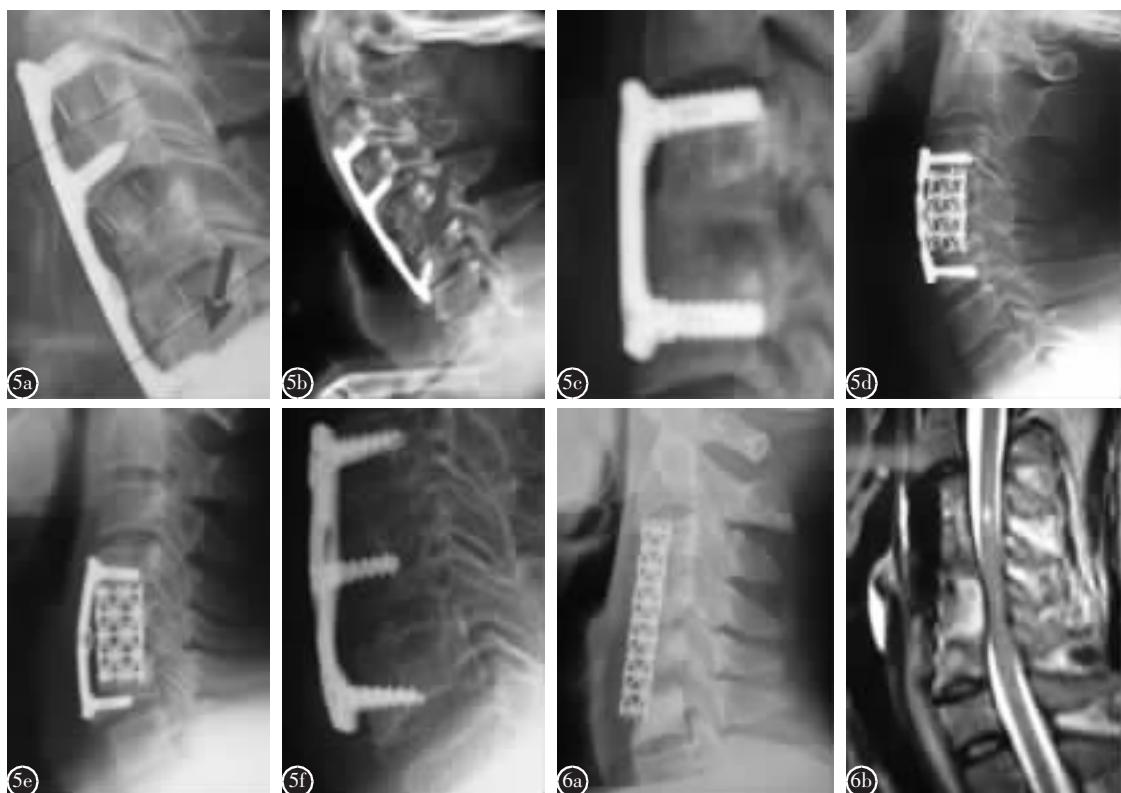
患者男性,68岁,多节段颈椎病前路手术钢板+cage a、b 术后6个月X线片示螺钉有明显松动,钢板下端移位 c、d、e、f 前路钢板螺钉与钢板钛网固定,置入技术均有明显缺陷 图 6 多节段颈椎病,选择前路手术单纯钛网内固定 a 术后X线片示钛网下端完全裸露椎体表面 b 术后MRI示脊髓仍有致压物
